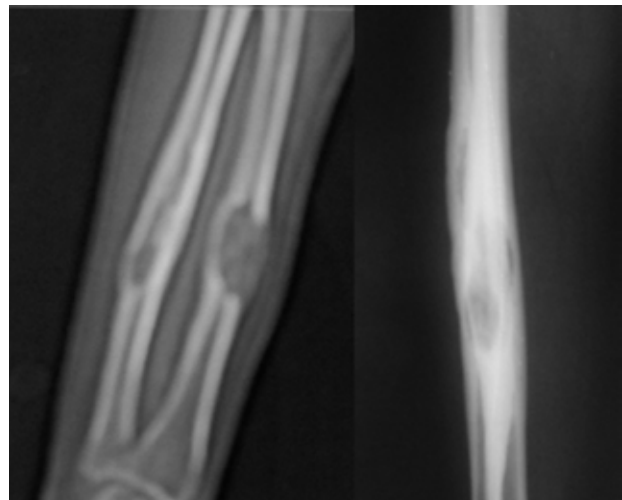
Radiographie de l'avant bras : 2 géodes osseuses symétriques déformant les corticales et contenant un séquestre osseux
